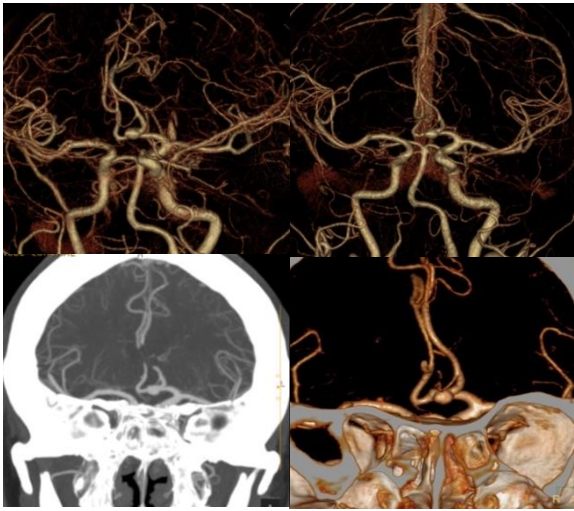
Angio-tomografía computarizada. Agenesia del segmento A1 de la arteria cerebral anterior a la derecha y aneurisma de la arteria comunicante anterior.
